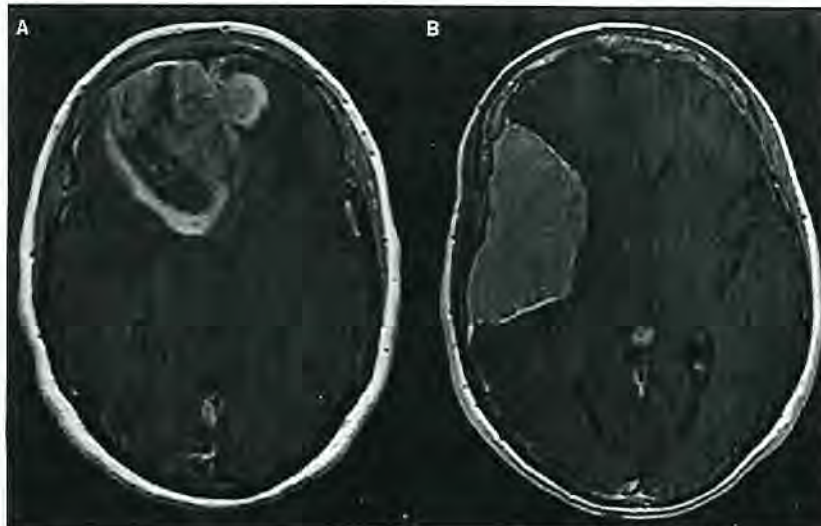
Imágenes de resonancia magnética de tumores cerebrales. A) Glioblastoma multiforme. B) Meningioma.
